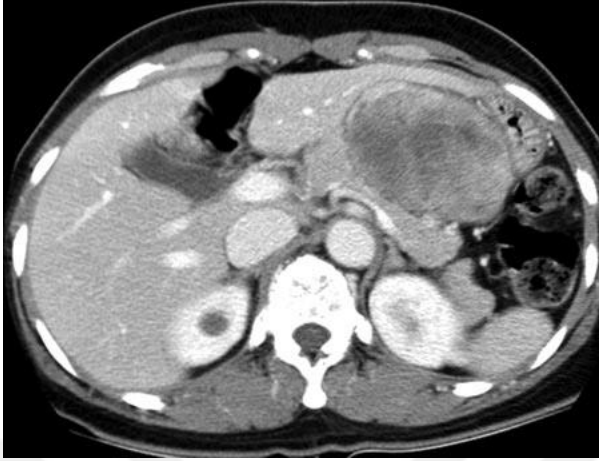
Karına künt travma alan, akut karın ağrısı olan hastada lasser kesesinde hematom. BT kesitinde akut büyük bir hematom görülüyor.
